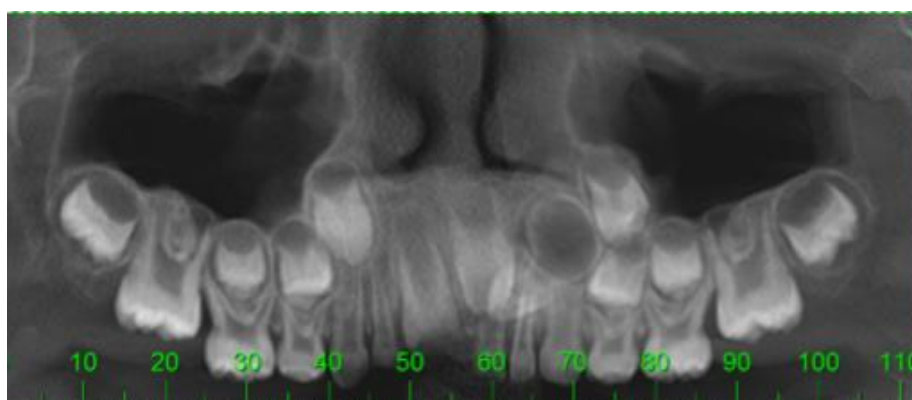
Tomografia Computadorizada de Feixe Cônico destacando estruturas com uma radiodensidade e no centro uma imagem radiolúcida entre a região os elementos 21, 22 e 63.
